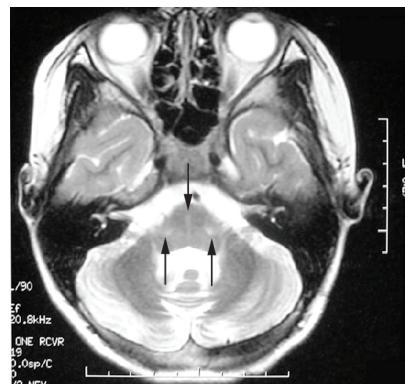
MRI T2WI小脑中脚水平显示“纵线状”分布稍高T2信号(↓),与两侧稍长T2信号(↑)构成所谓“十字征”。
